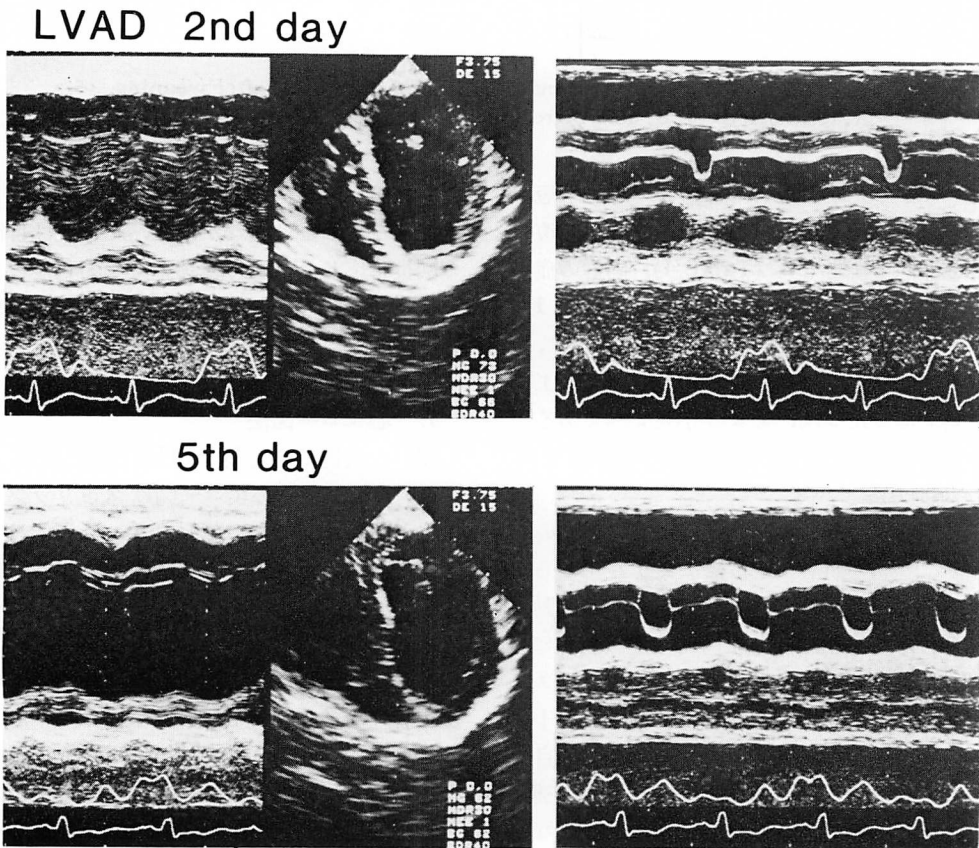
Transesophageal echocardiograms of the left ventricle on the 2nd and 5th days of left ventricular assist by the artificial heart.
